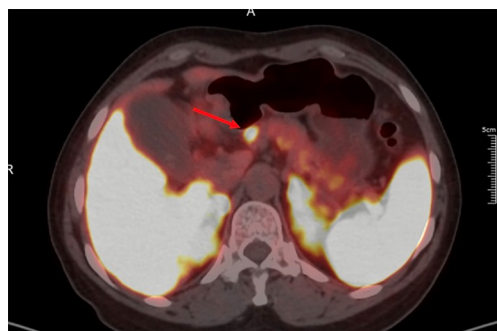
PET-CT显示胰腺颈部见小结节样放射性浓聚影
